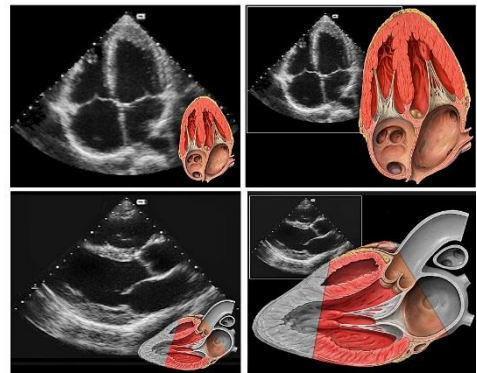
Échocardiographie 3D (tirée de : Lynch, 2006)
